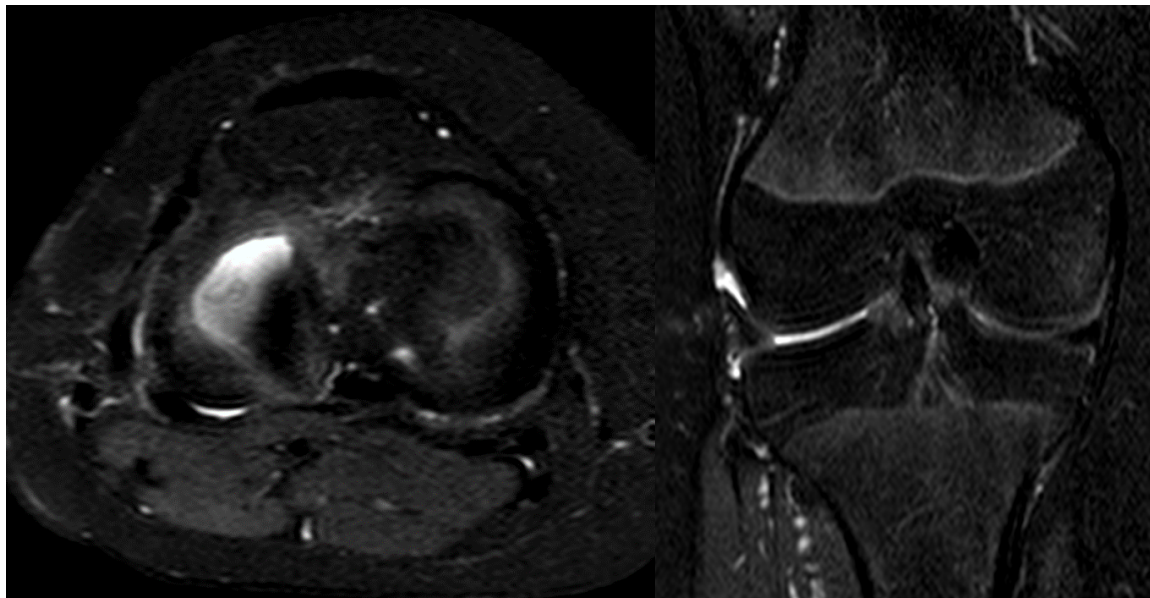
МРТ правого коленного сустава через 6 месяцев после саусеризации и шва латерального дискоидного мениска
